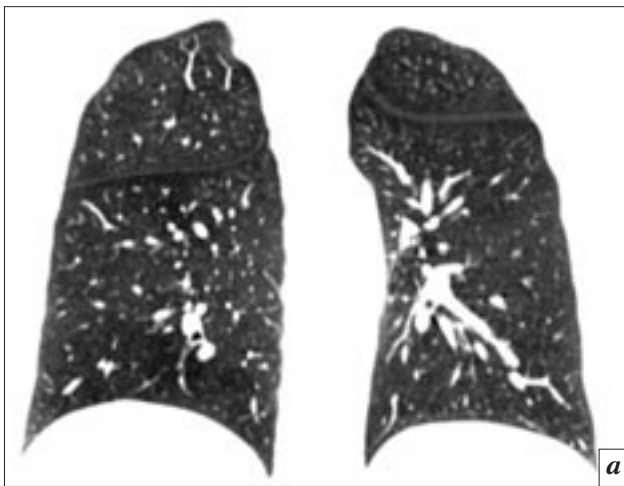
Дефекты перфузии легких у пациента с ХТЭЛГ: *а* – МСКТ, реконструкция в сагиттальной проекции; *б* – йодная перфузионная карта показывает дефекты более наглядно.
